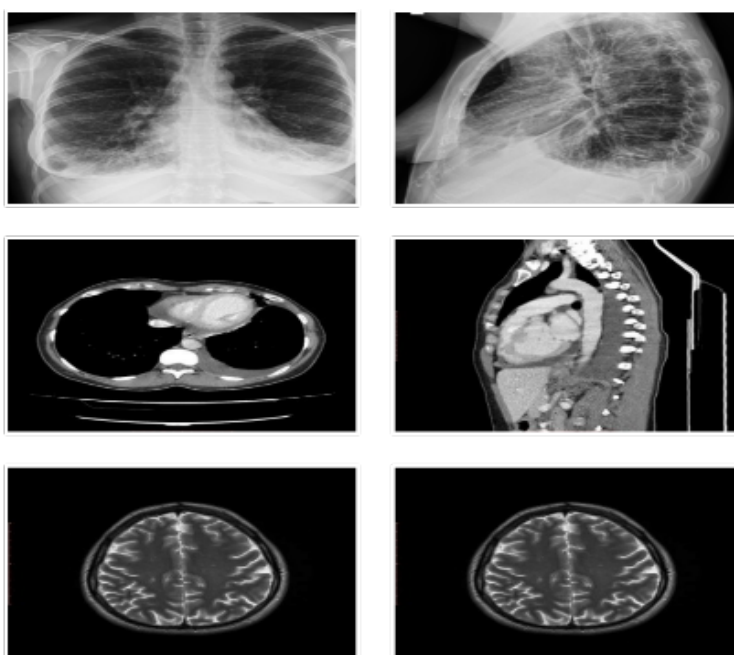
Explorare imagistică: radiografie toracică (a 1si 2), CT toracic (b1 si 2), IRM cerebral (c1 si 2)
